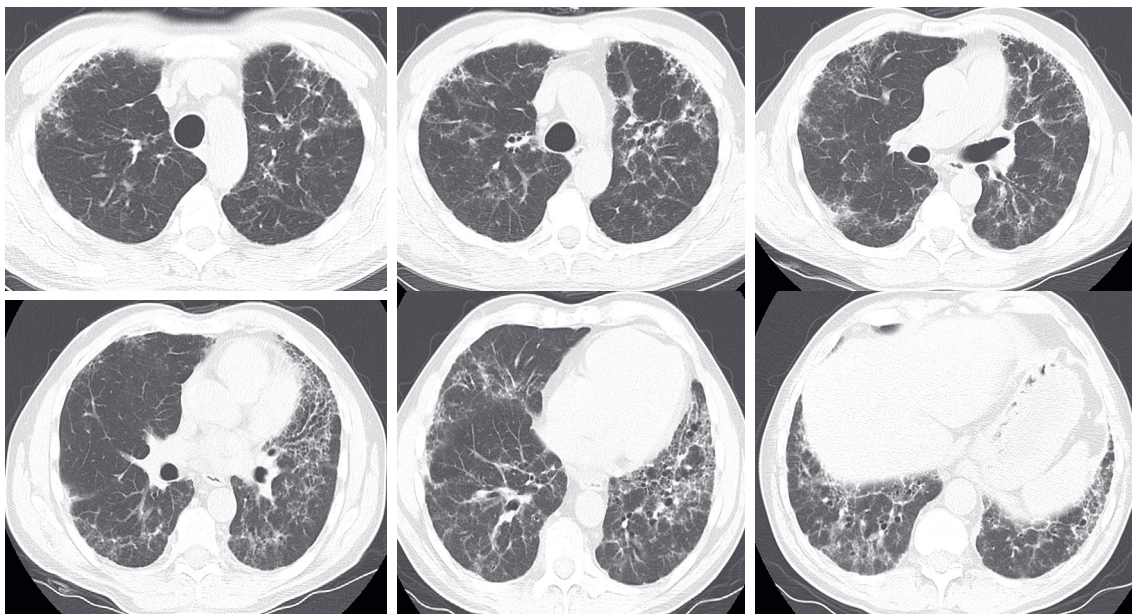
Tomografía axial computarizada de alta resolución (TACAR) de tórax realizada en 2019: patrón sugestivo de neumonitis por hipersensibilidad fibrótica.
